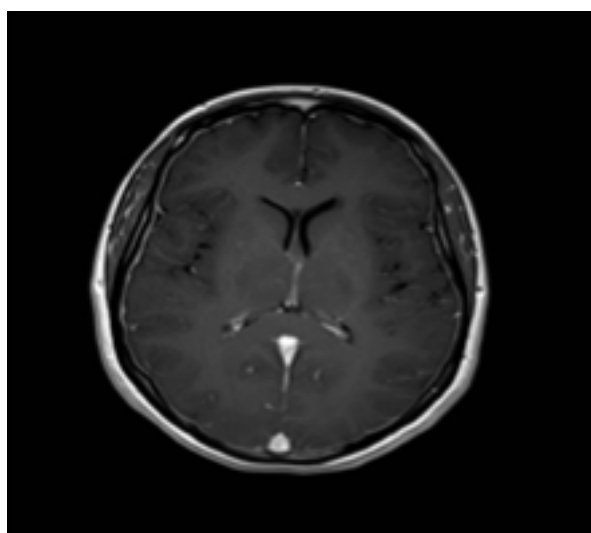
RMN con perfusión con realce dural
